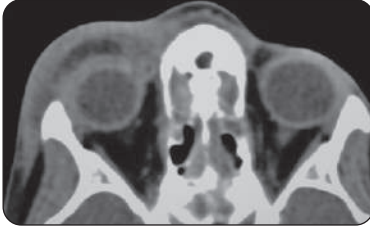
TDM en coupe axiale d'une cellulite préseptale droite
